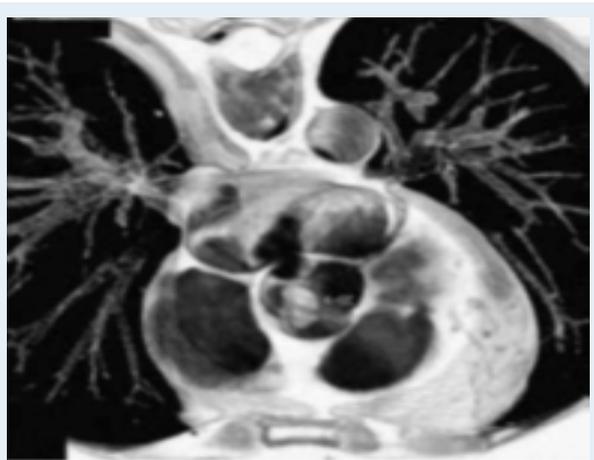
Fibroélastome papillaire de la valve aortique à la TDM cardiaque avec reconstruction 3D.
